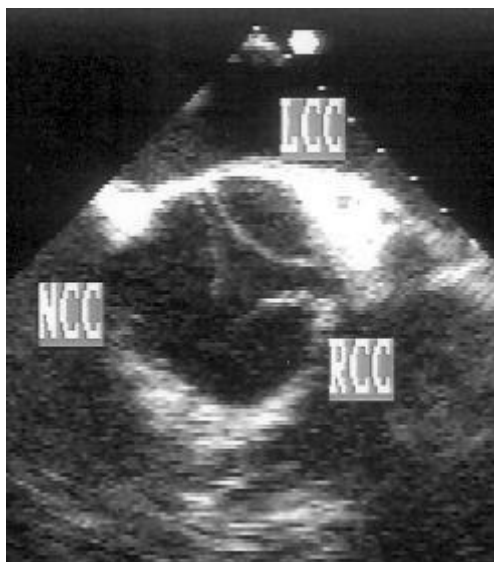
Аорто-аннулярная эктазия. При трансторакальном исследовании видна выраженная дилатация корня аорты и ее восходящего отдела. Расширенная аорта сдавливает правую легочную артерию. Максимальный диаметр аорты достигает 6 см. При чреспищеводном эхокардиографическом исследовании обнаруживаются неизменный аортальный клапан, нормальные размеры дуги и нисходящего отдела аорты. RV — правый желудочек, LV — левый желудочек, LA — левое предсердие, Ao — восходящий отдел аорты, rPA — правая легочная артерия, LCC — левая коронарная створка аортального клапана, RCC — правая коронарная створка аортального клапана, NCC — некоронарная створка аортального клапана.
